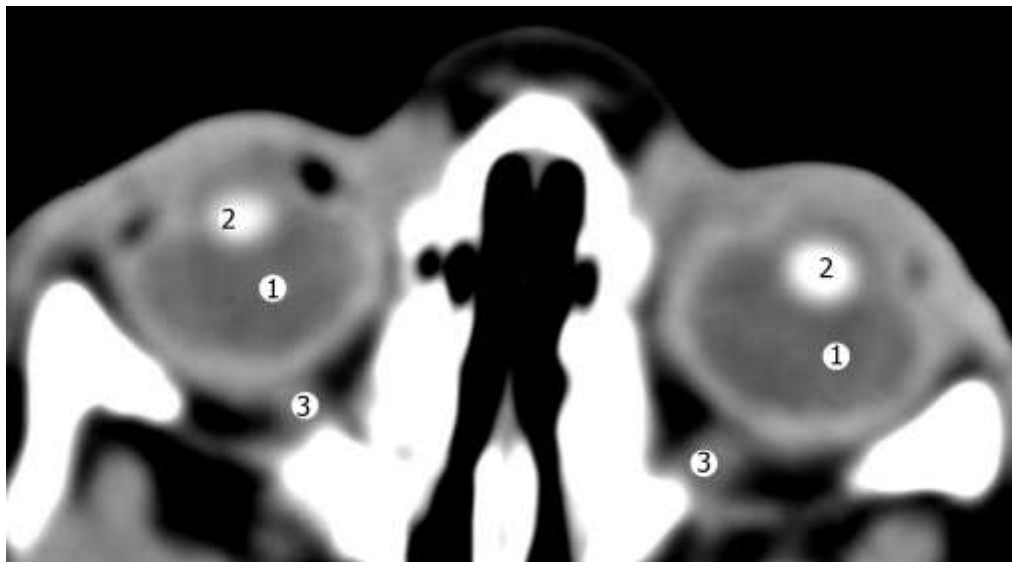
Комп'ютерна томограма плода 375,0 мм ТКД. 3б. 2,5
